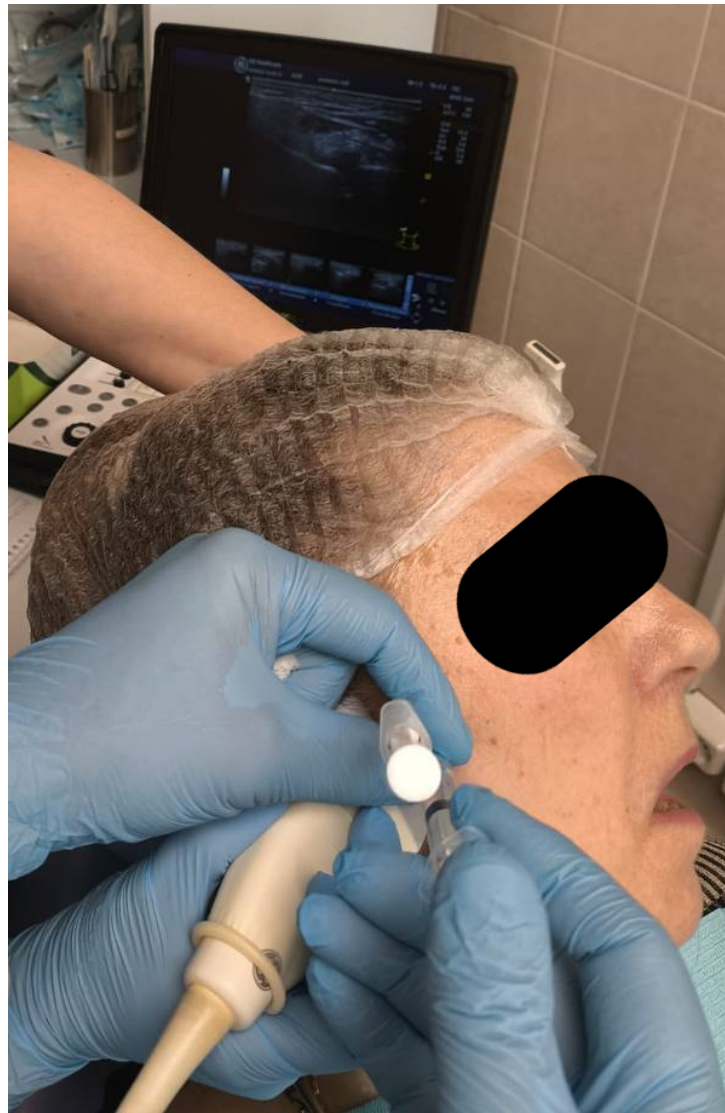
Проведение артроцентеза с применением метода гидравлической репозиции суставного диска правого ВНЧС у пациента А. под контролем УЗИ
